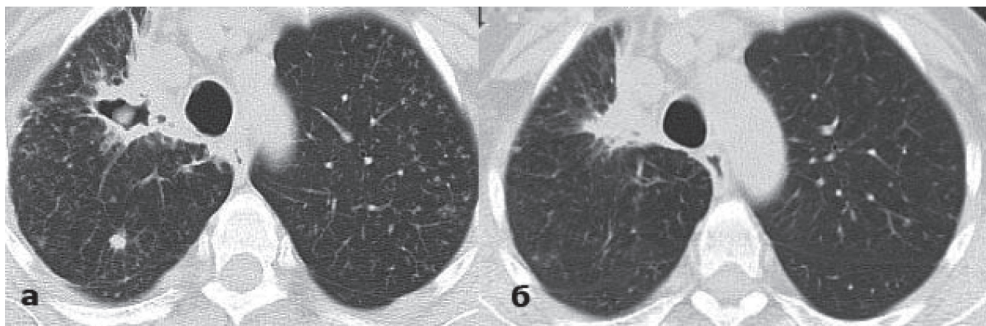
КТ ОГП хворої М.: а — до початку лікування, б — через 5 міс. лікування.
